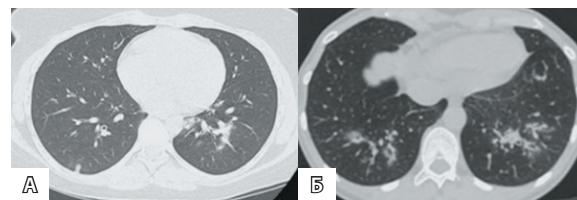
Пример случая, когда большинство рентгенологов ошибочно приняли пневмонию, ассоциированную с COVID-19 (А), за пневмонию другой этиологии (ложноотрицательный результат). Аналогичный случай в группе сравнения (Б)
